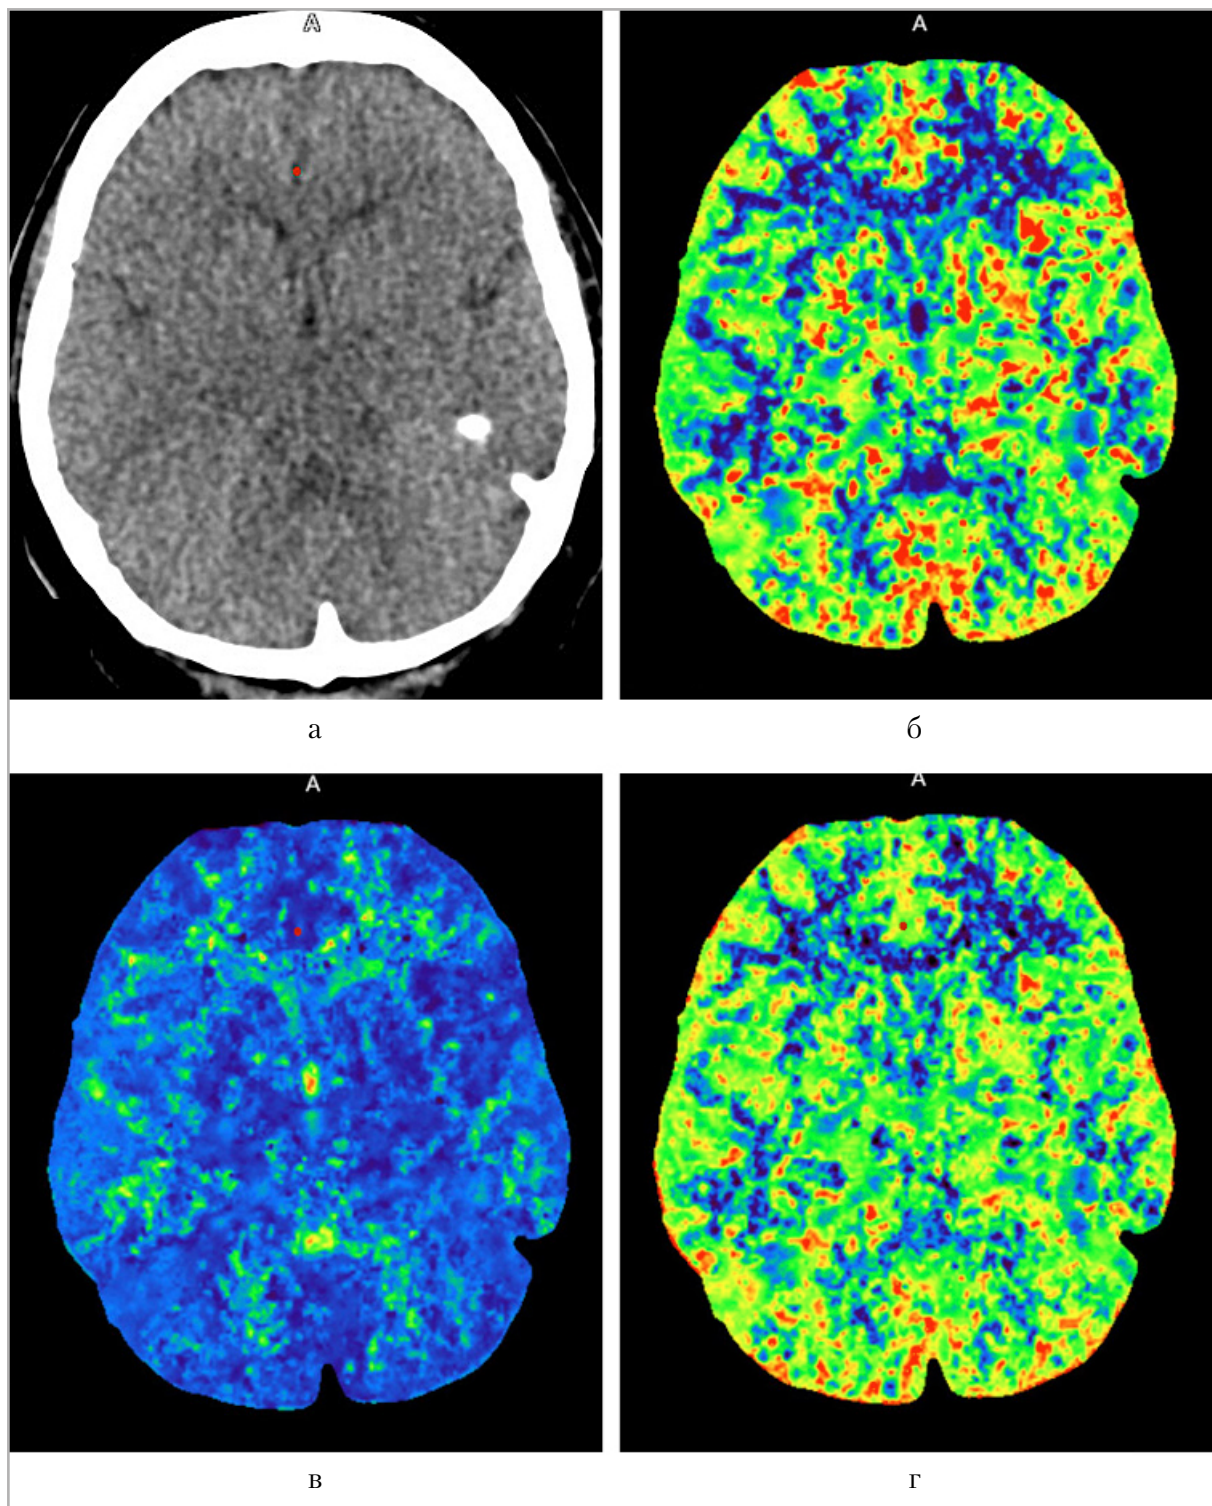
Перфузионные компьютерные томограммы головного мозга от 10.03.2023 и их сопоставление с данными от 02.09.2022: на нативном аксиальном изображении на уровне перфузионного сканирования не выявлено изменения плотности вещества мозга (а); определяется зона нормализации скоростных показателей (CBF), которые снижены максимально до 44 мл/100г/мин, ранее 17 мл/100г/мин (б), нормализация среднего времени транзита (MTT), увеличено максимально до 4 сек, ранее 9 сек (в), относительная нормализация объема кровотока (CBV) 2,5, ранее 2,8 мл/100г (г) в бассейне кровоснабжения правой СМА (кора островковой доли I, М1 передняя СМА кора, М2 кора латеральное островка), по сравнению с показателями противоположного полушария, что свидетельствует о нормализации артериального кровотока
